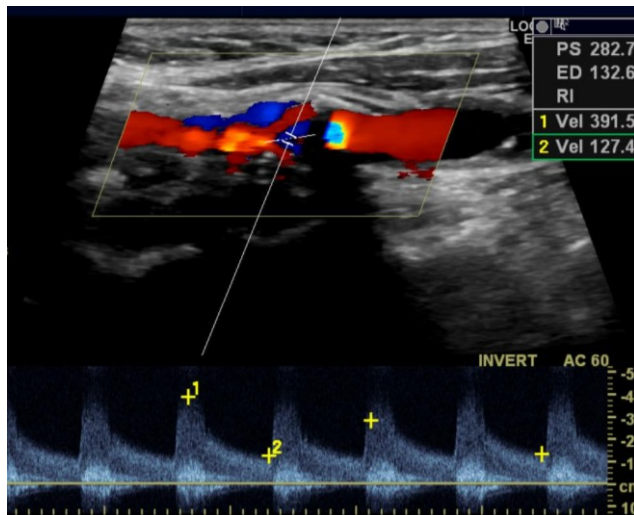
farbcodierte Duplexsonographie mit grafischer Darstellung der Strömungskurve
